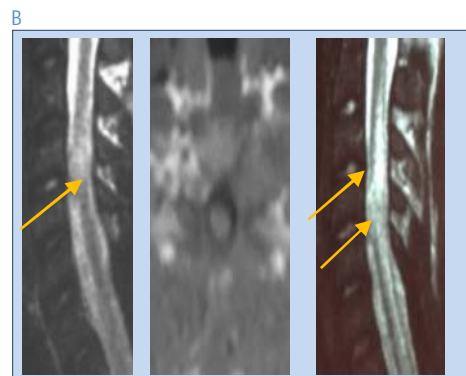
IRM médullaire. Compression antérieure C7-D1 (Flèches ↘)
